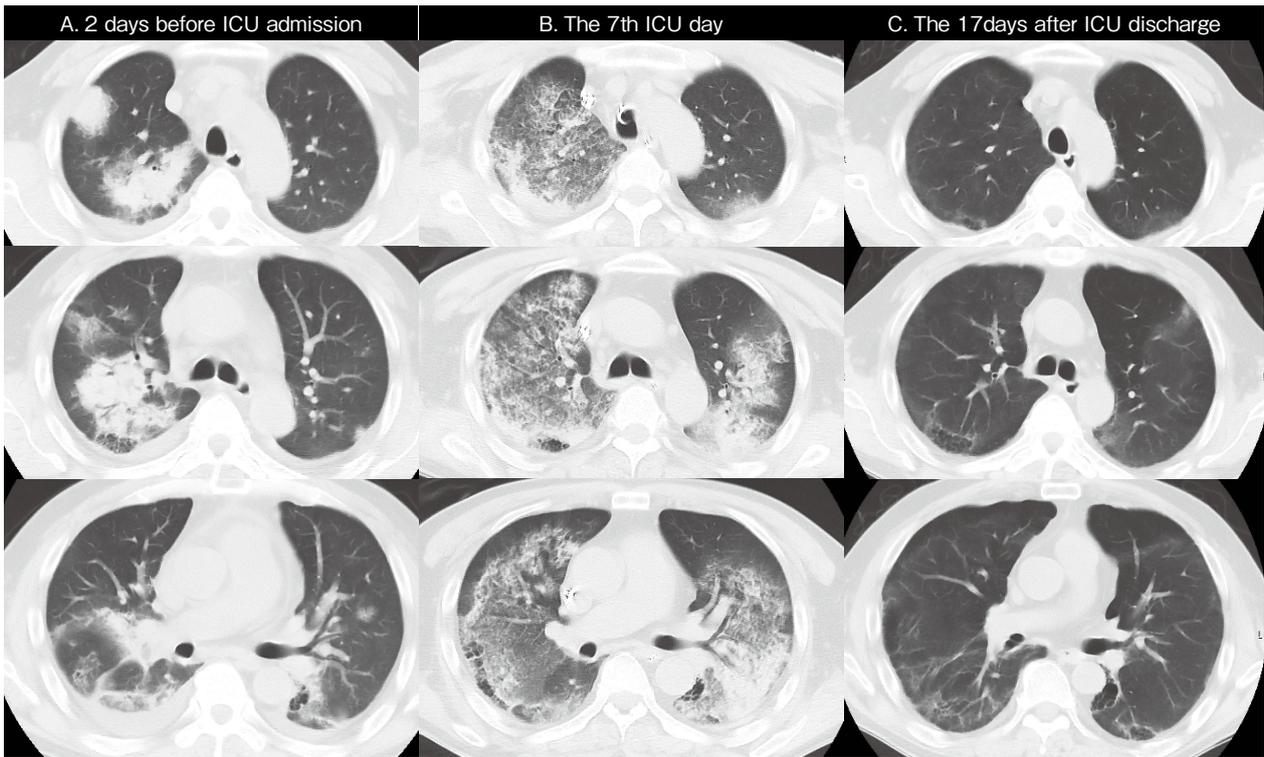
Change of Chest CT Imaging
